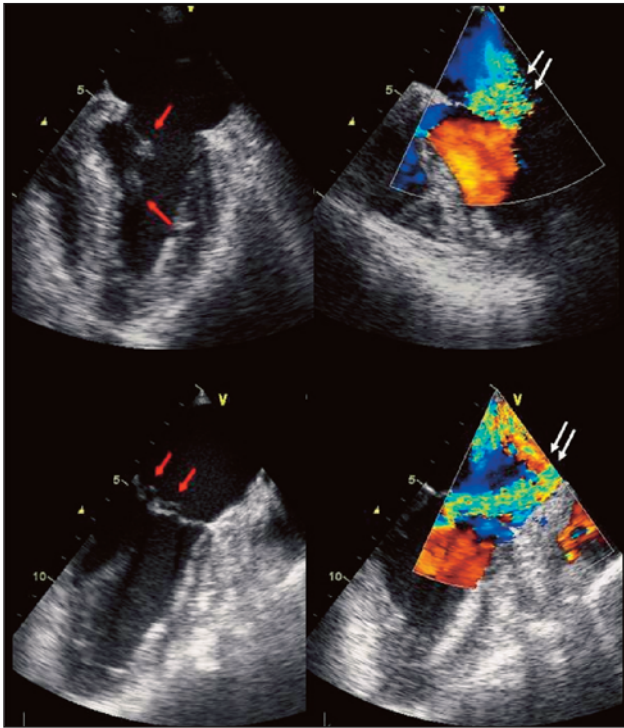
Examen échocardiographique par voie transœsophagienne montrant un prolapsus du feuillet postérieur secondaire à la rupture aiguë du pilier mitral postérieur (flèches rouges : portion rompue du pilier). Le jet de régurgitation mitrale en Doppler couleur tapisse le versant auriculaire du feuillet antérieur et se dirige vers la partie septale.
